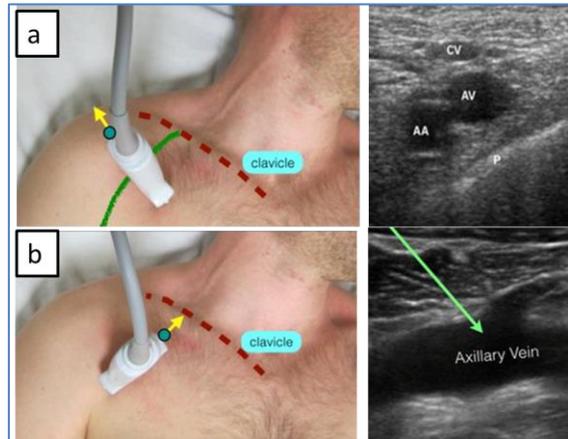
(50): Visualización de la vena axilar. Posición del transductor y visualización de las vena y arteria en transversal (a) y de la VA en longitudinal (b). Tomado de <http://highlandultrasound.com/new-vascular-ax>
